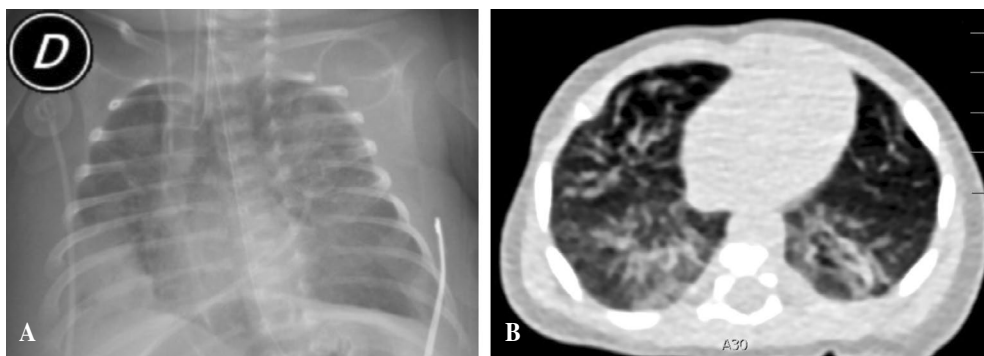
Pruebas complementarias previas al alta. A) Rx de tórax tras un mes de la retirada del bloqueador: resolución del enfisema intersticial. Atelectasia basal derecha resuelta posteriormente. B) TC torácica: resolución de enfisema pulmonar derecho. Signos de displasia broncopulmonar asociados a prematuridad.
